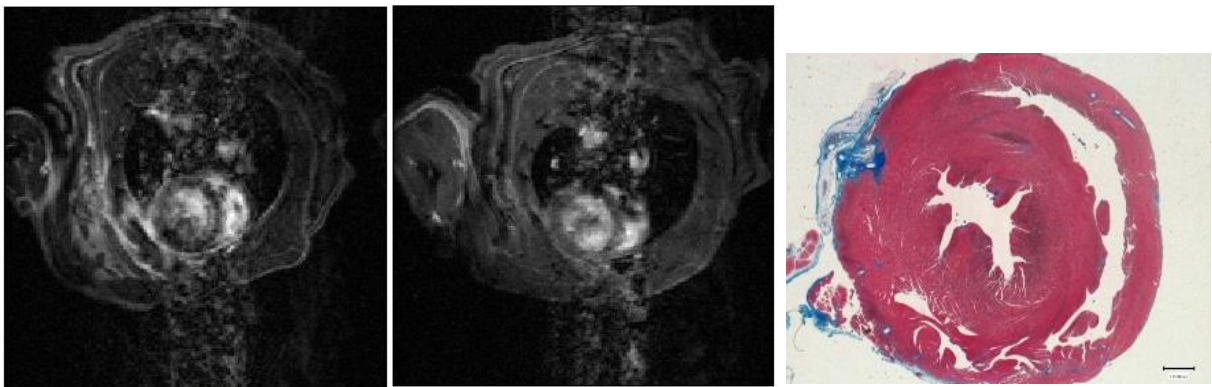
WK_11. En el primer corte de RM (3^{er} día) se observa una captación bastante difusa de contraste, aunque se aprecia una zona en la que la captación es mayor, y en el segundo corte de RM (4^a semana) no se aprecia apenas captación. En el corte histológico se observa una lesión bien localizada a nivel subendocárdico y otra a nivel del epicardio, que podrían coincidir con las lesiones que se observan en la primera resonancia.
